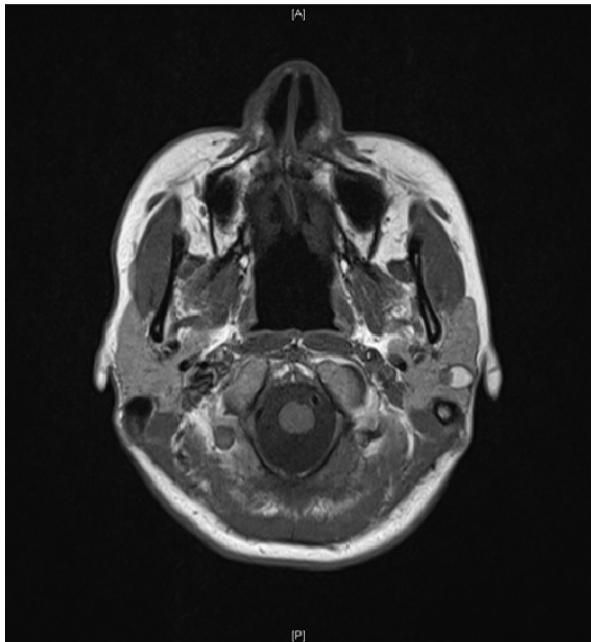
Preoperative MRI T1W Image: A high signal, 15 mm sized lesion was noted in the left parotid gland extending to the adjacent skin (Arrow).
